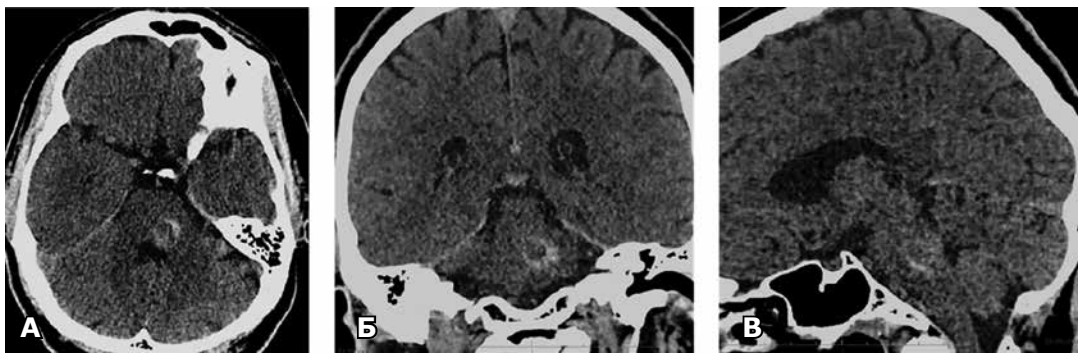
МСКТ головного мозку пацієнта Г. до операції: А – аксіальна площина; Б – фронтальна площина; В – сагітальна площина
